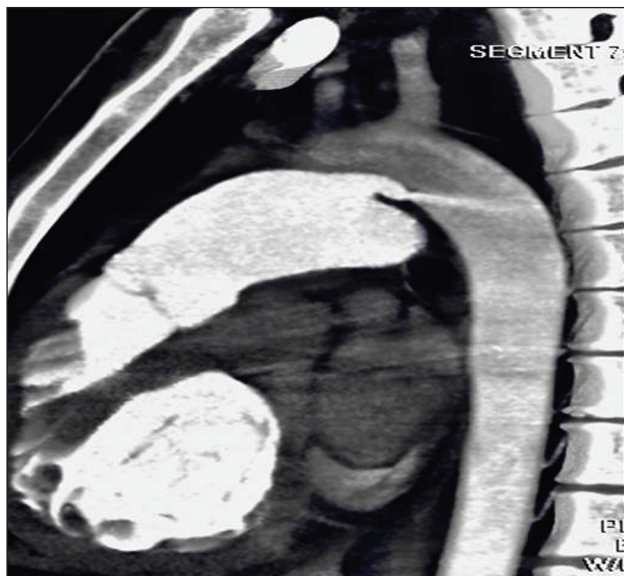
A despeito dos bons resultados obtidos com a ressonância magnética, a tomografia computadorizada tem sido cada vez mais empregada para o estudo de canais arteriais, como neste exemplo, em que se observa a passagem de contraste da artéria pulmonar para a aorta, traduzindo o desvio de sangue decorrente deste defeito.
